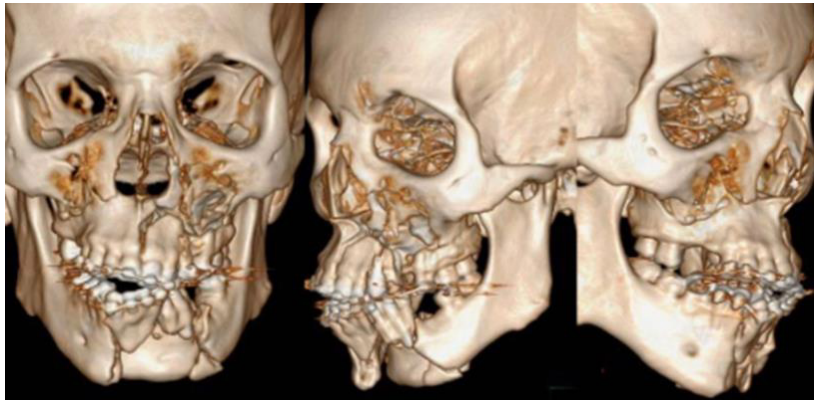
Reconstrução tridimensional da tomografia computadorizada pré-operatória, evidenciando múltiplos traços de fratura na maxila e na mandíbula, com deslocamento dos segmentos ósseos.
